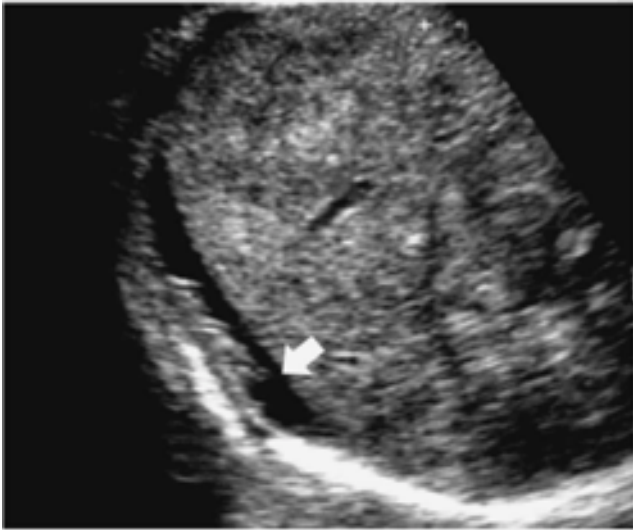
Ultrasonido. Paciente cirrótico. Corte transversal del lóbulo derecho en el cual se identifica alteración en el contorno hepático, la ecotextura es de aspecto nodular, presencia de ascitis (Flecha).
